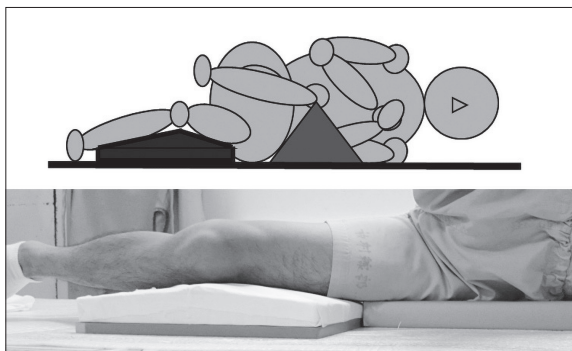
Situation of X-ray
